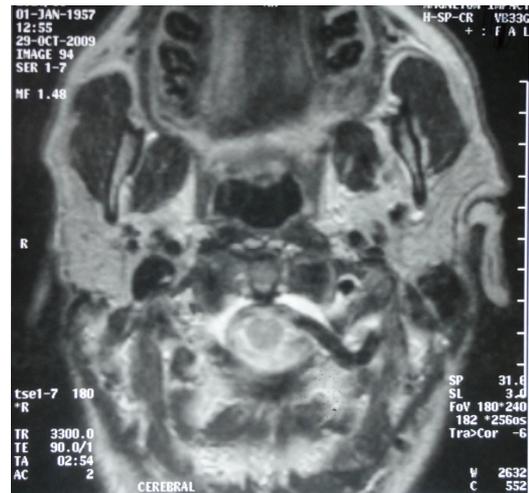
IRM cervicale en coupe axiale séquence T2 : méga artère vertébrale gauche
